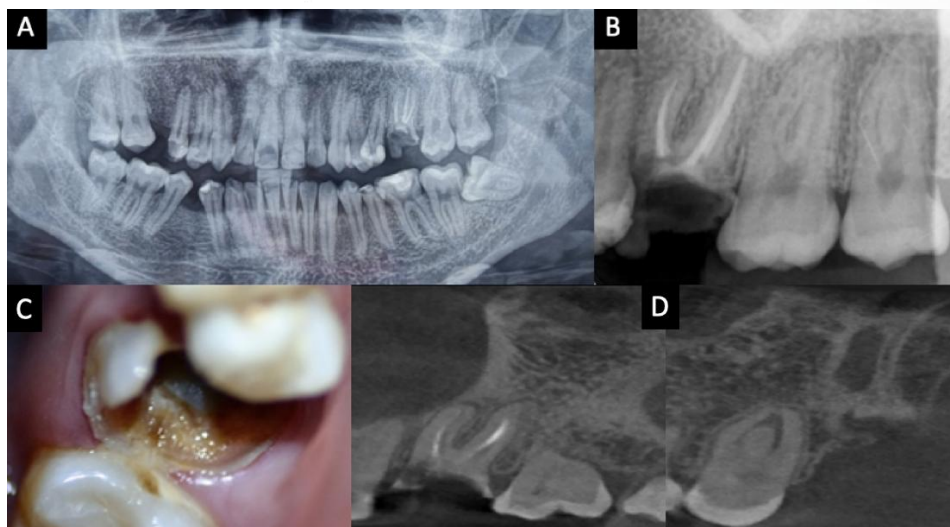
A. Radiografía panorámica inicial. B. Radiografía periapical inicial. C. Fotografía clínica que revela detalles de la superficie oclusal y alteraciones morfológicas en la pieza dental 2.6. D. Corte frontal de tomografía computarizada de haz cónico (CBCT) que incluye las piezas 2.6 y 2.8.
